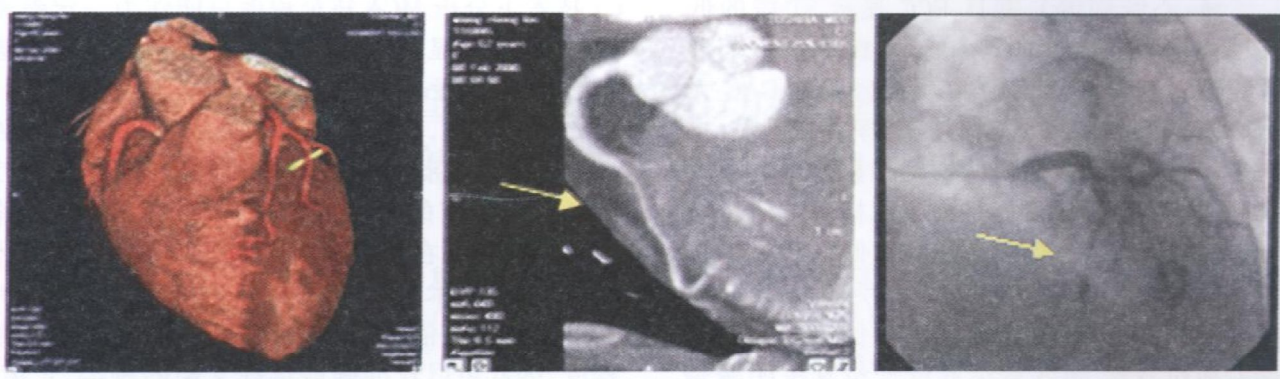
心肌桥的多层螺旋 CT 血管造影与冠状动脉造影比较 左为心脏容积重建图像显示前降支心肌桥; 中为前降支 CPR 图像显示中段肌桥长度 11 mm, 厚度 4 mm MCA 狭窄 70%, 近段冠状动脉扩张; 右为 CAG 检查证实心肌桥存在。
